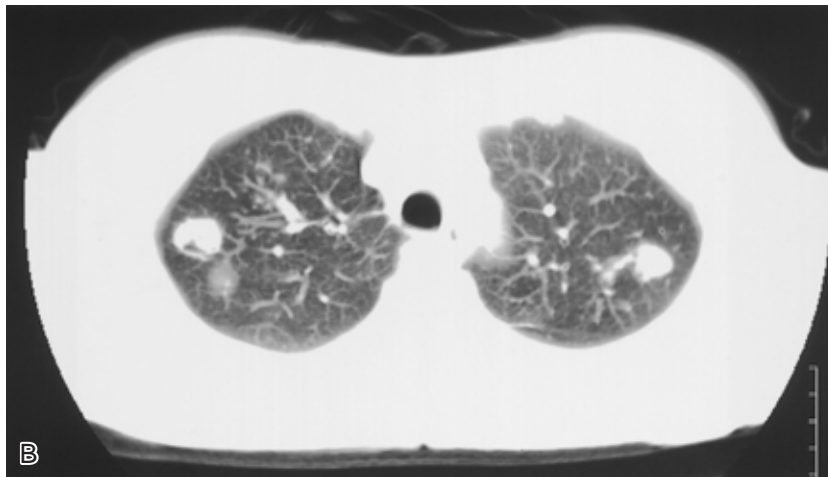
Chest CT taken on admission showing multiple nodular shadows in both lungs.
